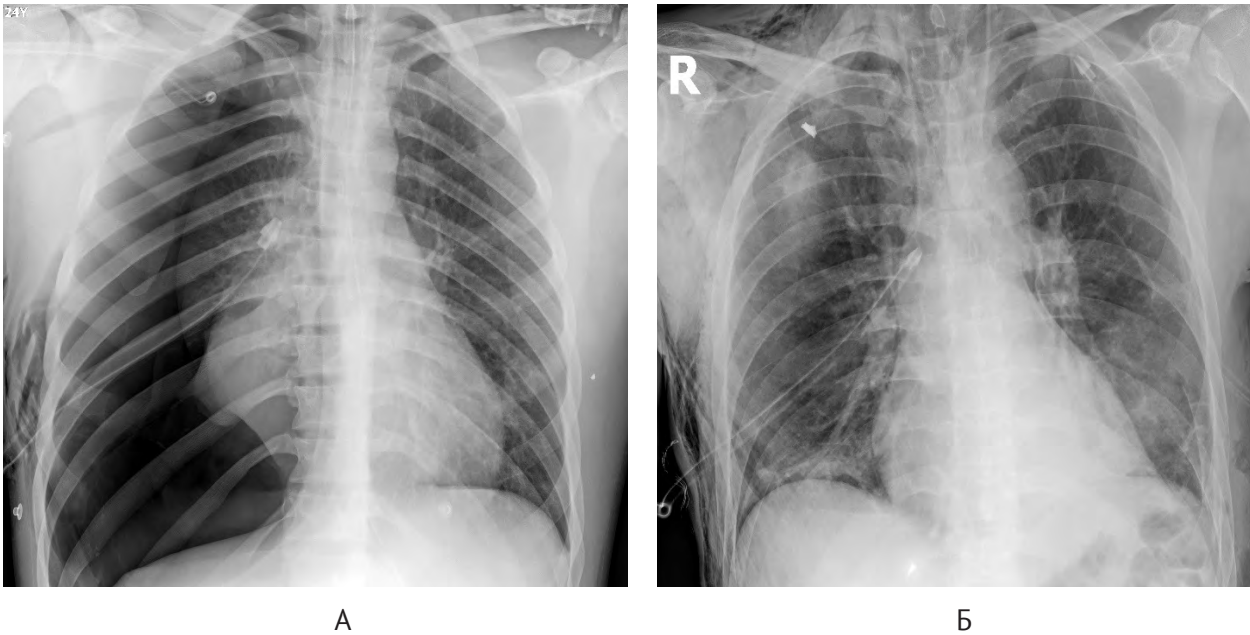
Поранений Б., 28 років. Вогнепальне осколкове сліпе проникаюче поранення грудей справа з ушкодженням верхньої частки правої легені та наявністю стороннього тіла (металевого осколка). Правобічний пневмоторакс. Підшкірна емфізема: А – рентгенограма після дренивання плевральної порожнини, права легеня колабована; Б – рентгенограма після видалення повітря, права легеня розправлена.
